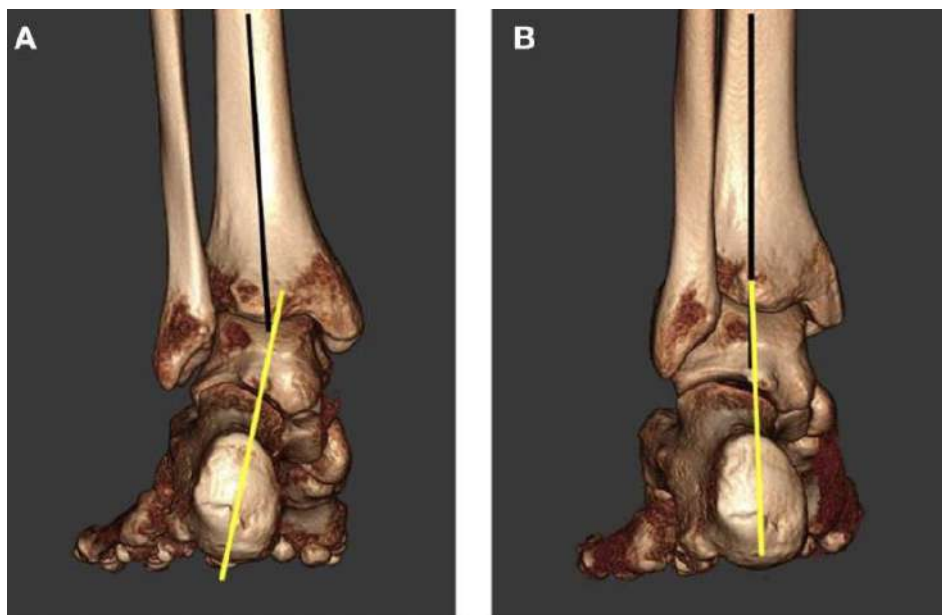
3-х мерная компьютерная томографическая реконструкция голеностопного сустава (вид сзади) под нагрузкой: (А) вальгусная деформация голеностопного сустава (желтая линия), (В) та же нога с подтаранным суставом, расположенным в нейтральном положении, обратите внимание на соосность пяточной кости [26].
